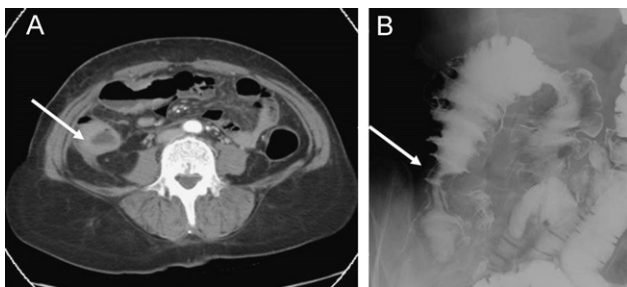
A) TC: engrosamiento circunferencial de la pared del colon ascendente. B) Enema opaco: lesión intramural a la altura del colon ascendente con marcada reacción desmoplástica.
